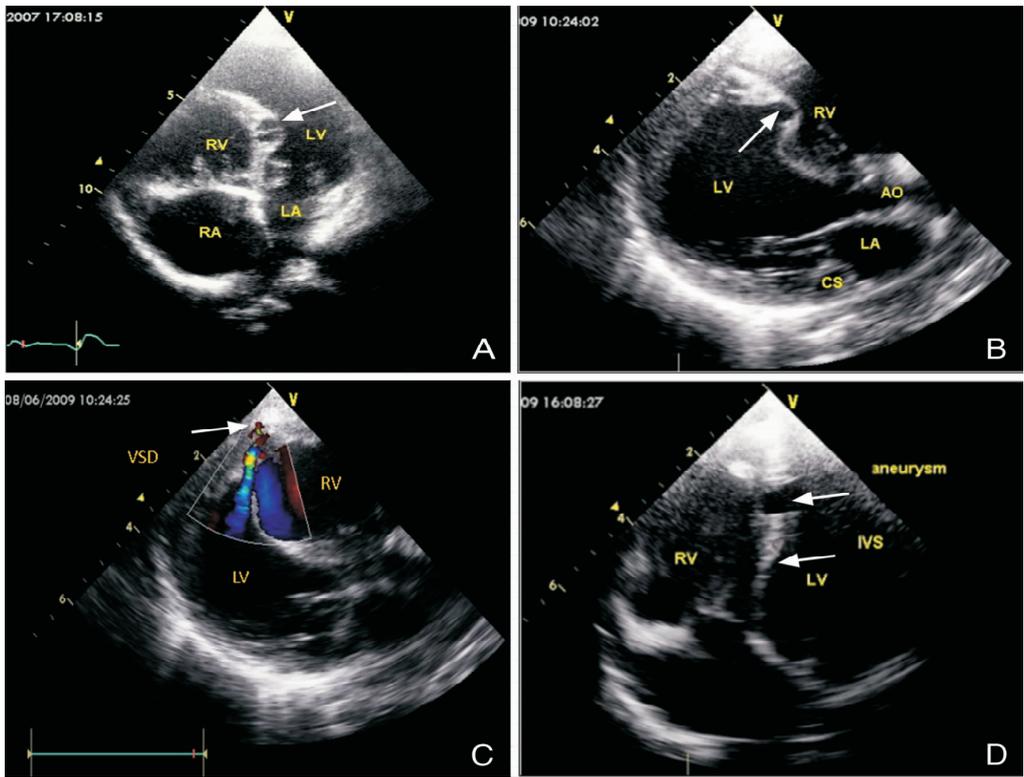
超声表现 A:二维超声显示舒张期室间隔肌部瘤,箭头所指为瘤体底部,瘤体内可见一隔膜样回声,连接瘤体与基底部;B:二维超声显示收缩期室间隔肌部瘤瘤体突入右室(箭头所指),合并冠状静脉窦扩张;C:彩色多普勒超声显示舒张期室间隔心尖处右向左分流(箭头所指),室间隔肌部瘤瘤体突向左室;D:二维超声显示收缩期室间隔肌部瘤(箭头所示 aneurysm:瘤体, IVS:室间隔)。
